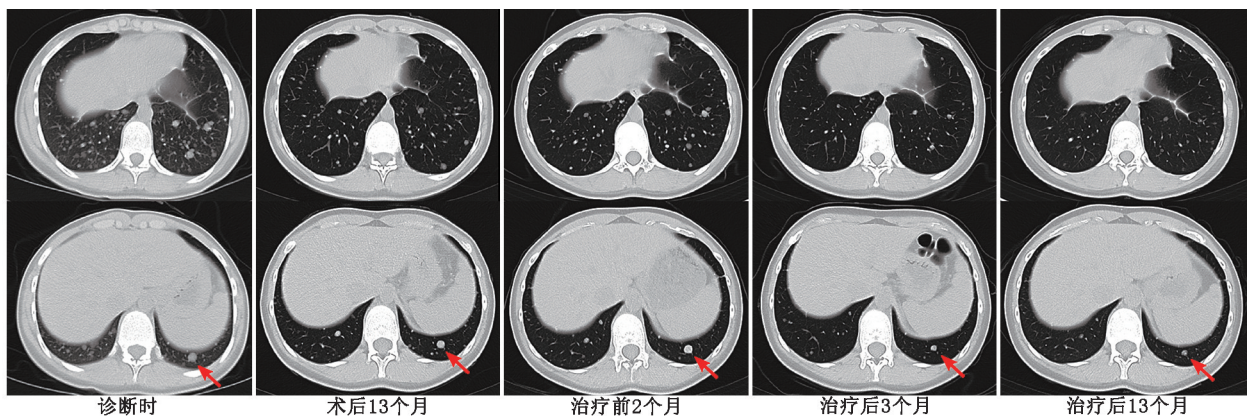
原肌球蛋白3-神经营养酪氨酸受体激酶1(TPM3-NTRK1)融合阳性放射性碘难治性甲状腺癌患者(女,22岁)拉罗替尼治疗前后胸部CT图 可见肺多发转移灶在治疗后退缩明显(红箭头示左下肺转移性肺结节)
